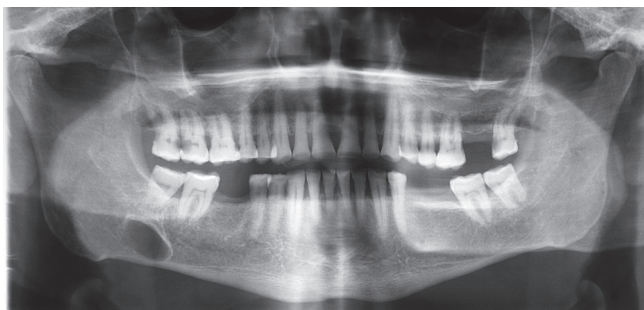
Ortopantomografía (OPG).
